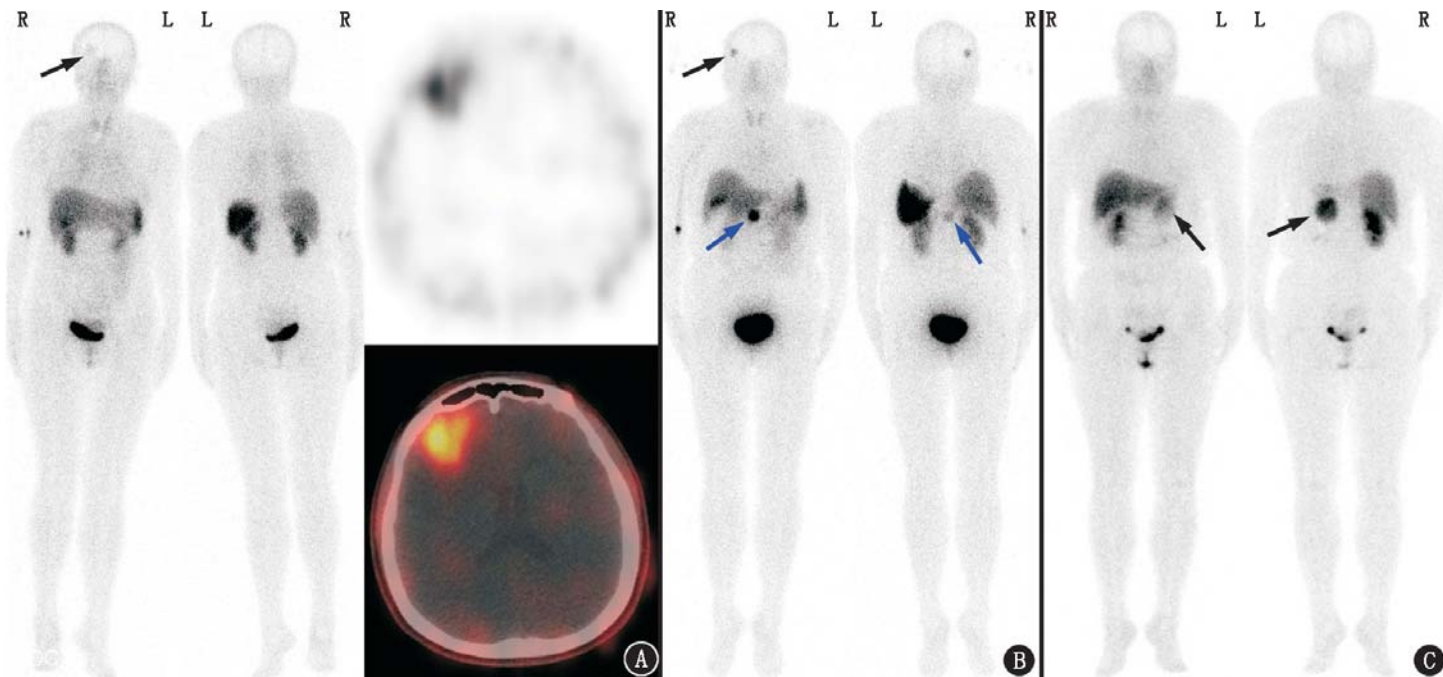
不同患者<sup>99</sup>Tc<sup>m</sup>-联脒尼克酰胺-酪氨酸<sup>3</sup>-奥曲肽(HYNIC-TOC)生长抑素受体显像图。A.肺腺癌伴脑转移患者(女,48岁)平面显像及SPECT/CT图可见脑转移灶摄取增高(箭头示),平面显像亦见胸部片状摄取增高区,为肺癌伴肺内转移灶;B.胰腺神经内分泌肿瘤合并脑膜瘤患者(女,51岁)平面显像图可见脑膜瘤病灶摄取明显增高(黑箭头示),中腹部亦见胰腺神经内分泌肿瘤(蓝箭头示);C.肾及脾切除术后副脾患者(女,46岁)平面显像图见副脾摄取明显增高(箭头示)
